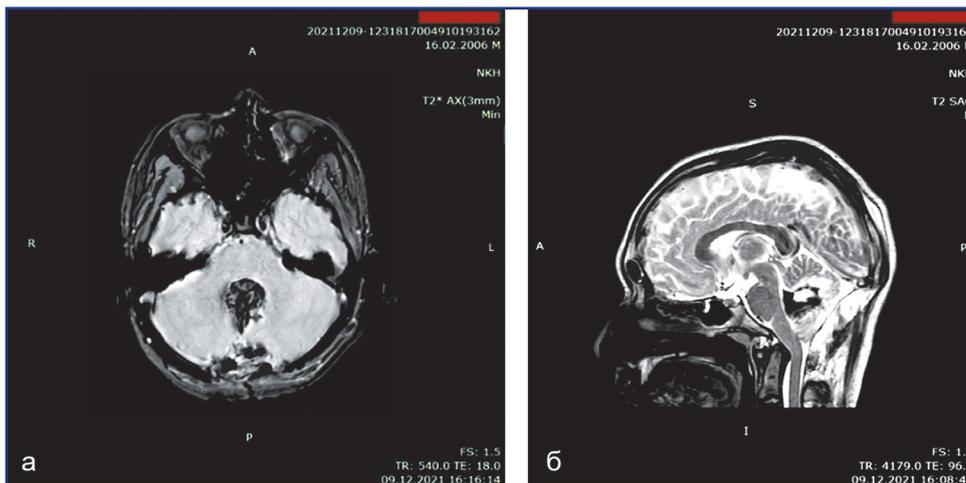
МРТ головного мозга на 2-е сутки после оперативного вмешательства (декабрь 2021): а) аксиальная проекция; б) сагиттальная проекция
